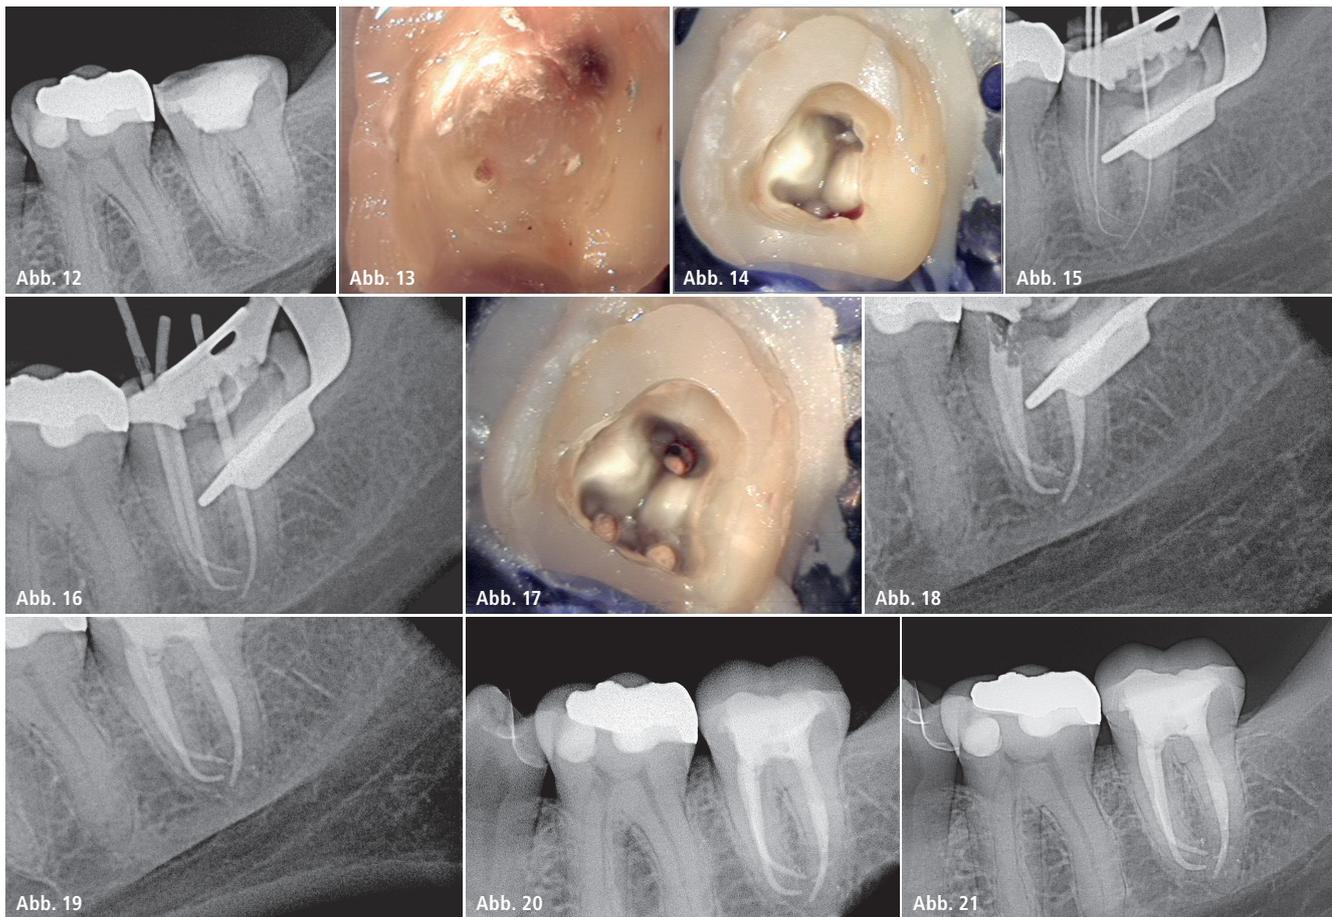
Präoperatives Röntgenbild von Zahn 37. – Abb. 13: Die eröffnete Pulpa. – Abb. 14: Entfernung der Kronenpulpa. – Abb. 15 und 16: Röntgenmessaufnahme und Masterpointaufnahme. – Abb. 17 und 18: Wurzelfüllung und deren Kontrolle am Zahn 37. – Abb. 19–21: Stiftkontrolle und postoperative Kontrolle nach einem Jahr bzw. 4,5 Jahren. *Fotos: © Dr. Bernard Bengs – Abb. 22 und 23: HyFlex™-Gleitpfadfeilen und HyFlex™ EDM 10/05. Fotos: © COLTENE*
